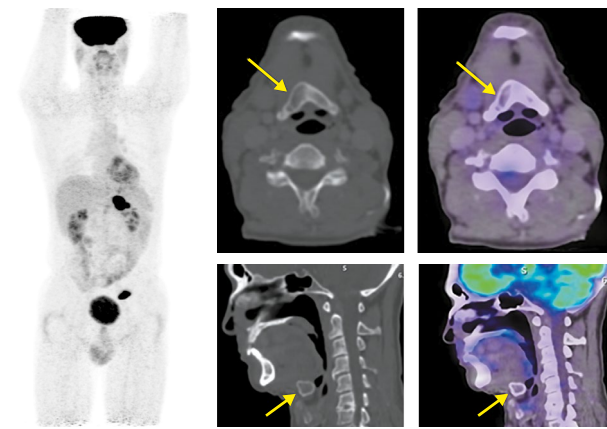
Пациент Т., 54 года. На аксиальных и сагитальных КТ- и ПЭТ/КТ-проекциях отмечается склеротическое уплотнение кортикального слоя подъязычной кости с полным регрессом фиксации РФП (стрелки).
